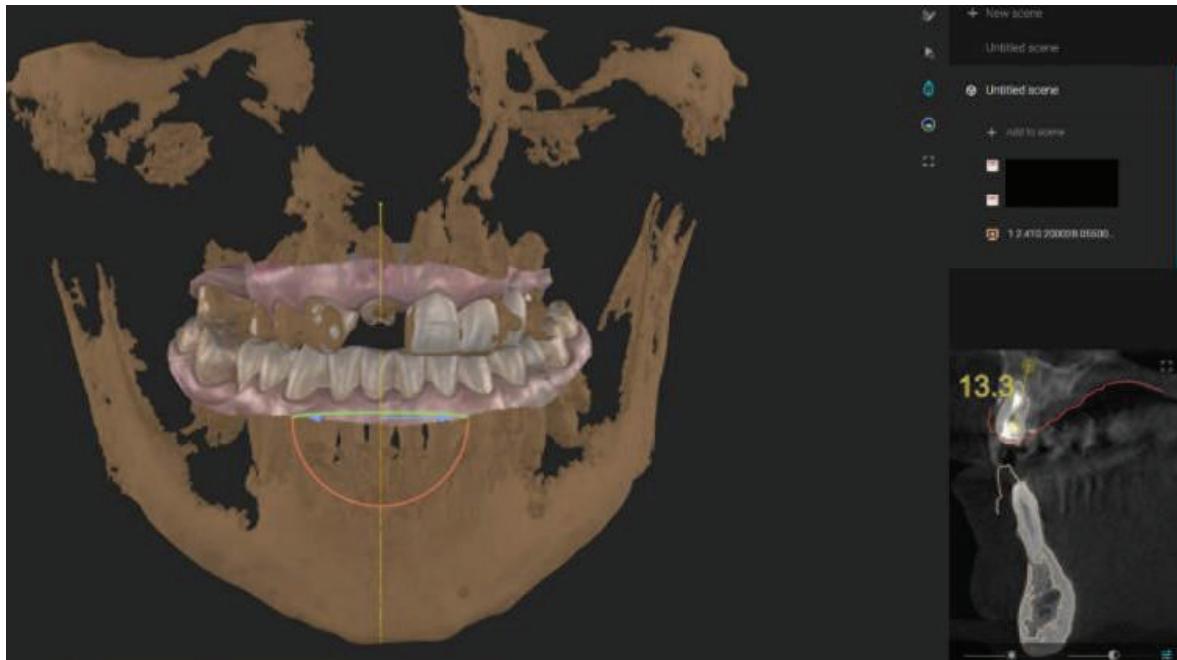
Suprapunerea amprentei optice și CBCT pentru aprecierea axului inserării implantului
